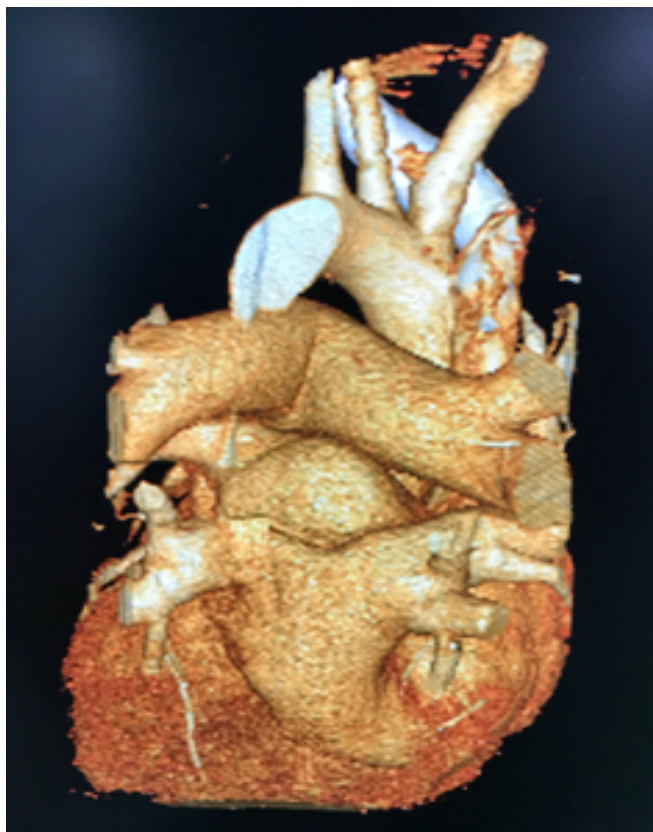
Observamos reconstrucción en 3D de Angiotomografía Cardíaca en la cual se confirma la llegada de las dos venas pulmonares derechas y la vena pulmonar inferior izquierda llegando a seno coronario y vena pulmonar superior izquierda llegando a aurícula izquierda.
